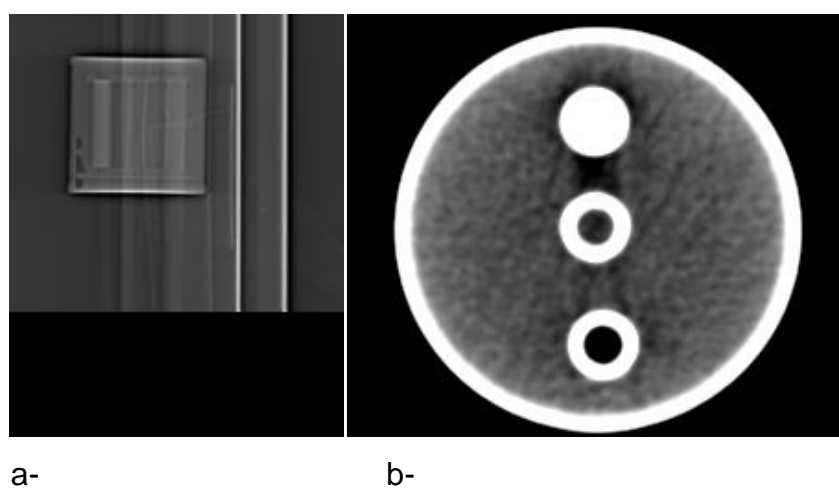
Imagens por tomografia computadorizada *multislice* mostrando imagens nos planos sagital (a) e axial (b).
